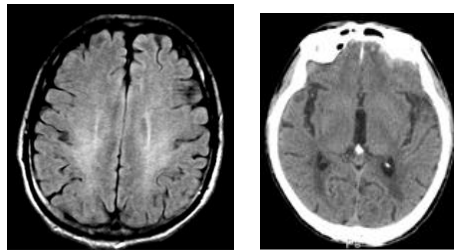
MRI と CT から見た脳挫傷部位
